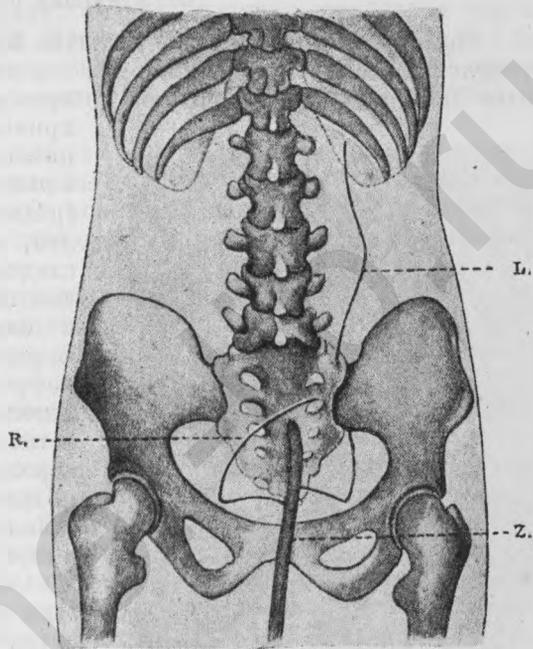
Рентгенограмма при дистопии почки. (По Casper, Lehrbuch d. Urologie). L—катетер в лев. мочеточнике до лоханки. R—катетер в правом мочеточнике до дистопированной почки. Z—цистоскоп.
